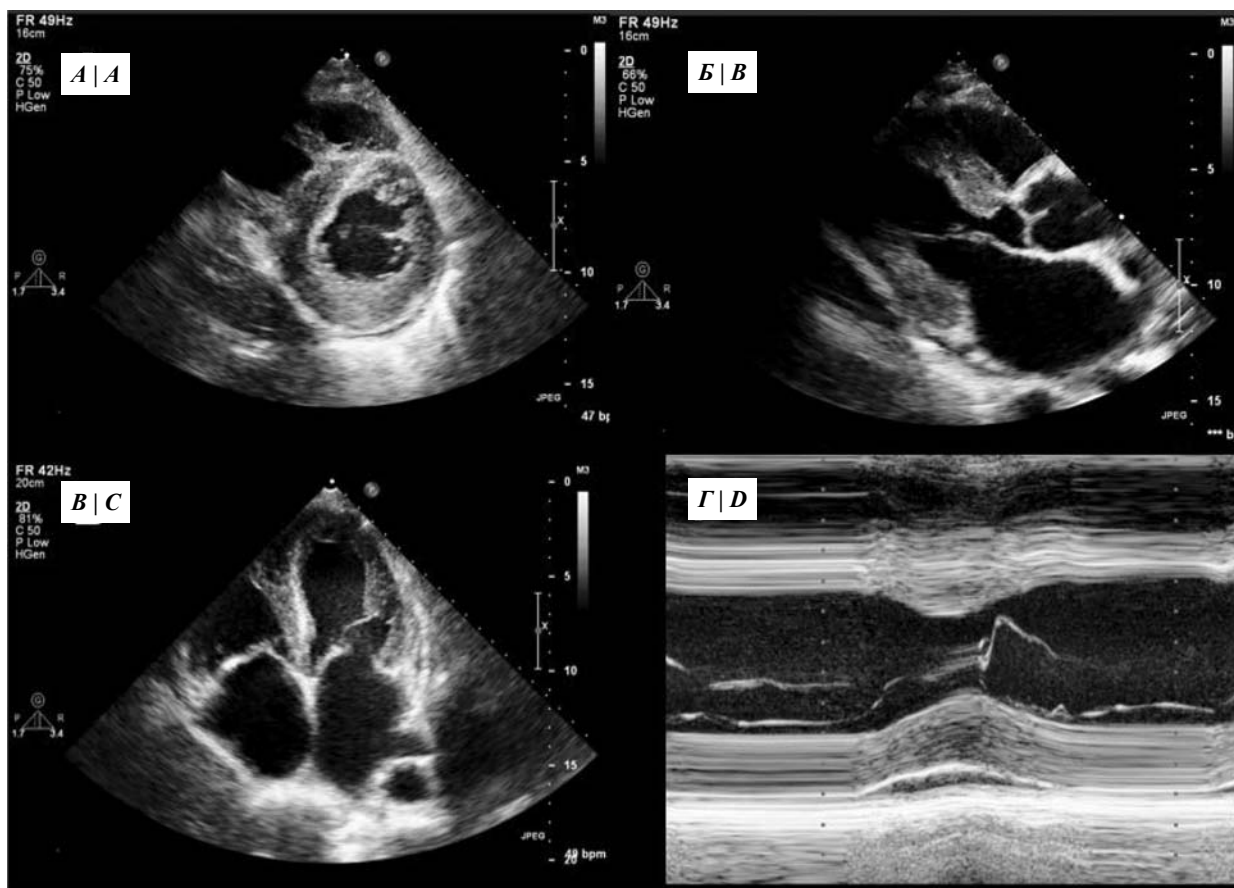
Эхокардиография пациента:
